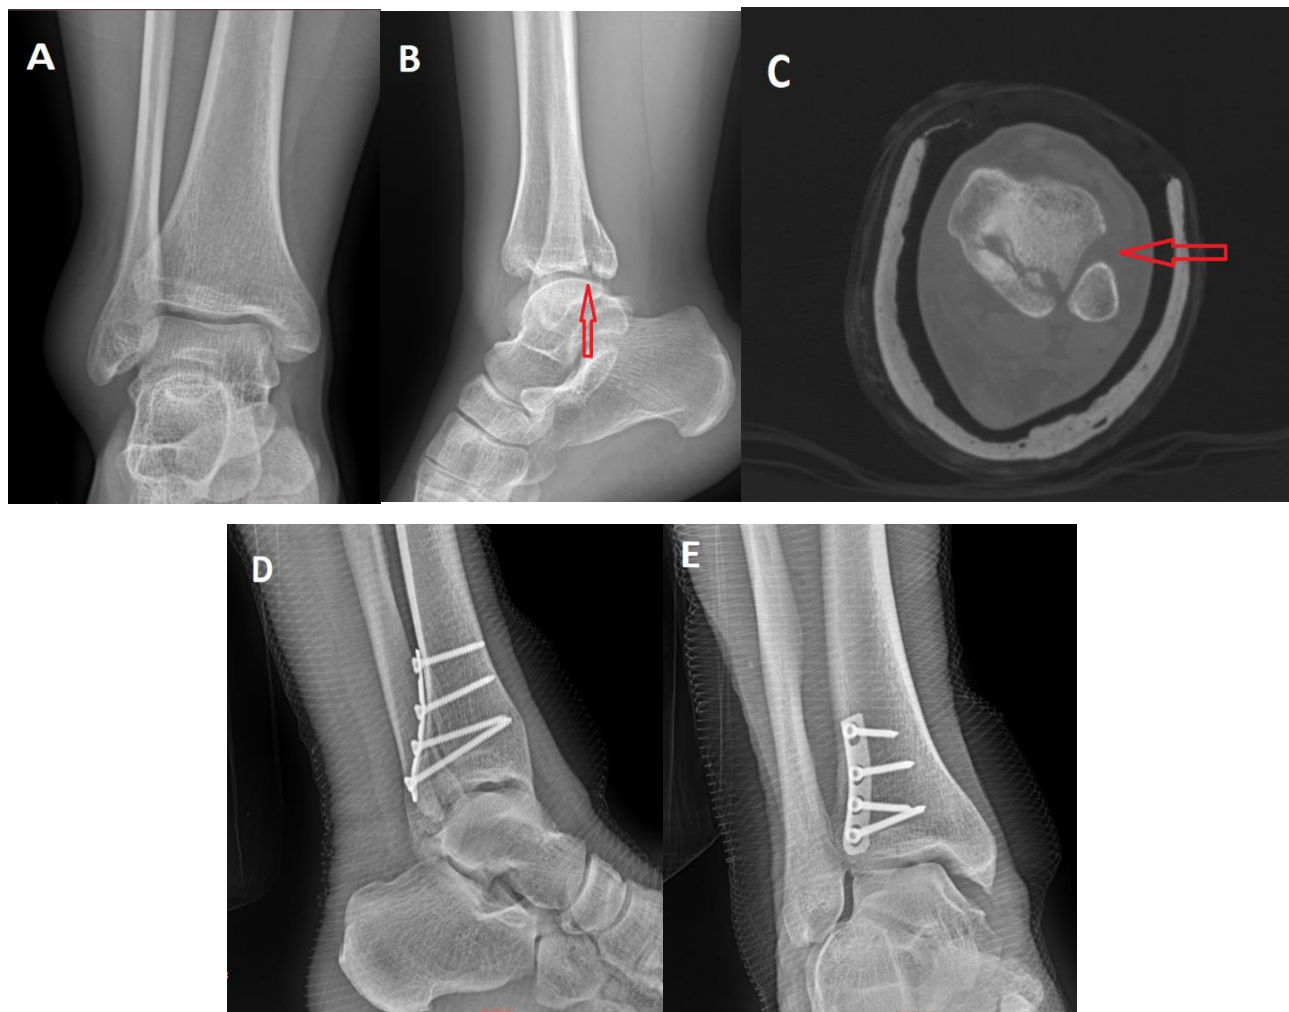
А,В - рентгенограми лівого гомілковостопного суглобу у пацієнта з ізольованим переломом ЗКВГК (стрілка); С – аксіальний зріз КТ лівого ГС у цього пацієнта демонструє ізольований перелом ЗКВГК зі зміщенням, ушкодженням ДМГС та підвивихом латеральної кісточки (стрілка); D,E – післяопераційна рентгенограма лівого гомілковостопного суглобу демонструє відновлення анатомії плато великогомілкової кістки та положення ДМГС.
